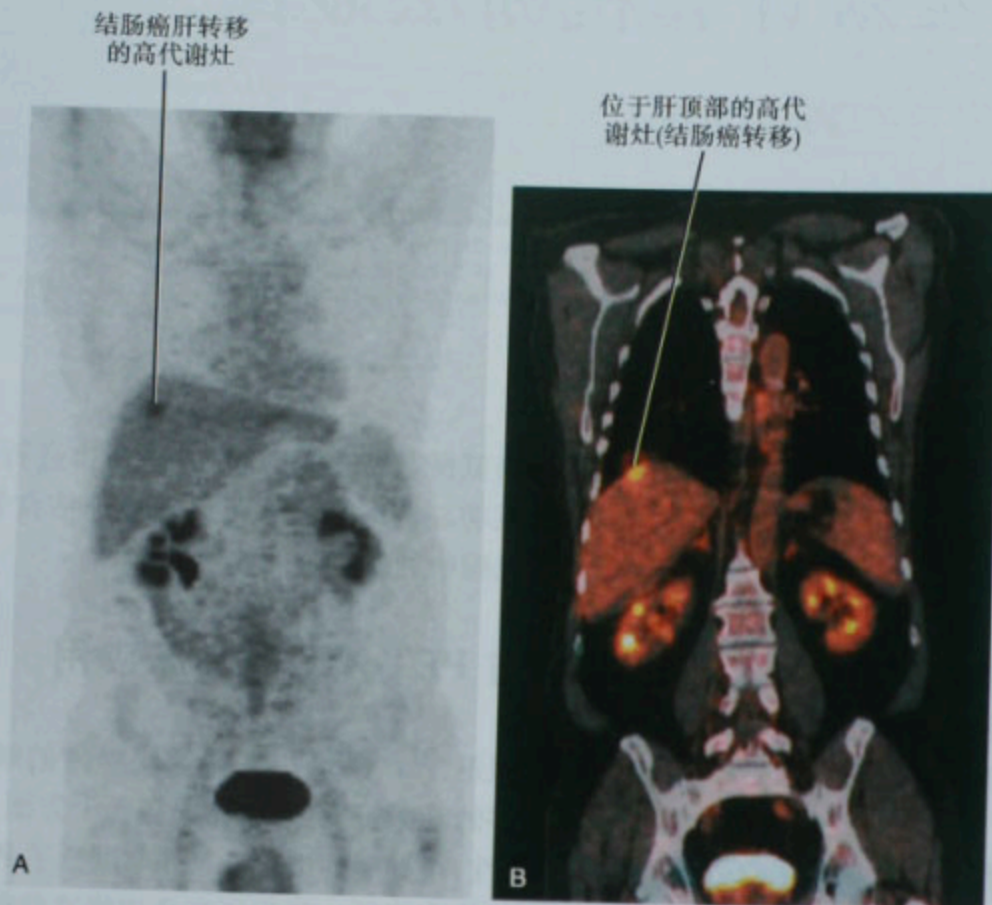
A. 结肠癌术后 CEA 增高而增强 CT 阴性患者的 PET 冠状面 MIP 重建图像; B. 与 A 图同一患者的 PET/CT 冠状面图像
